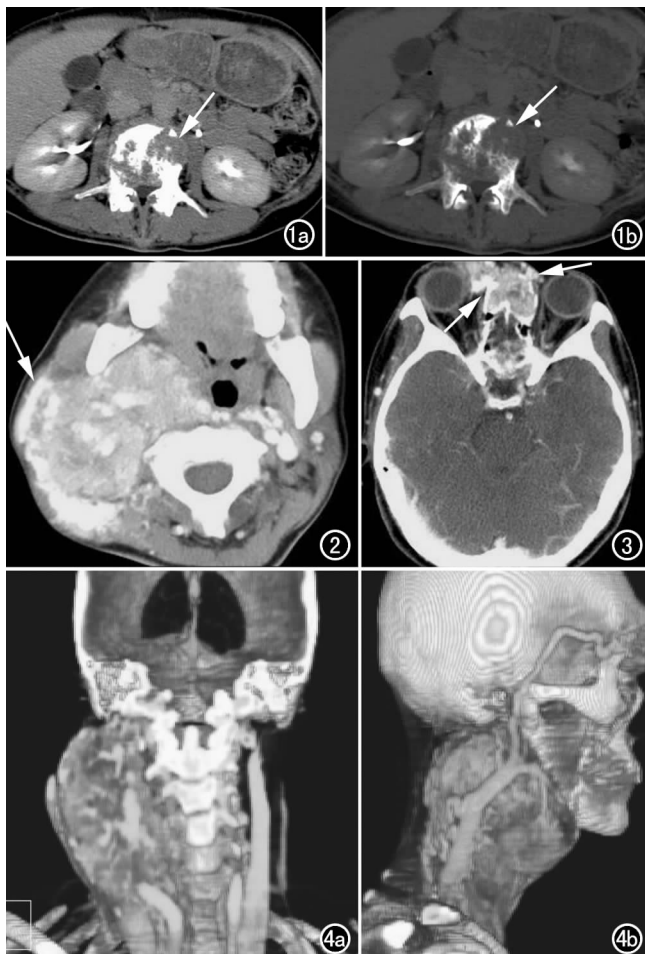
CT示L₃椎体多处溶骨性骨质破坏(箭),伴软组织密度灶,病灶向后部分突入椎管内,硬膜囊受压。a) CT增强延迟期; b) 骨窗。图2 右颈动脉鞘区巨大、不规则软组织肿块(箭),边界清楚,明显强化,肿块内及周围迂曲和散在结节状强化血管影。图3 右眼眶及筛窦内明显强化软组织密度影(箭),右眼眶壁及筛窦骨质破坏。图4 颈根部至眼眶的CTA。a) 后面观; b) 侧面观。
